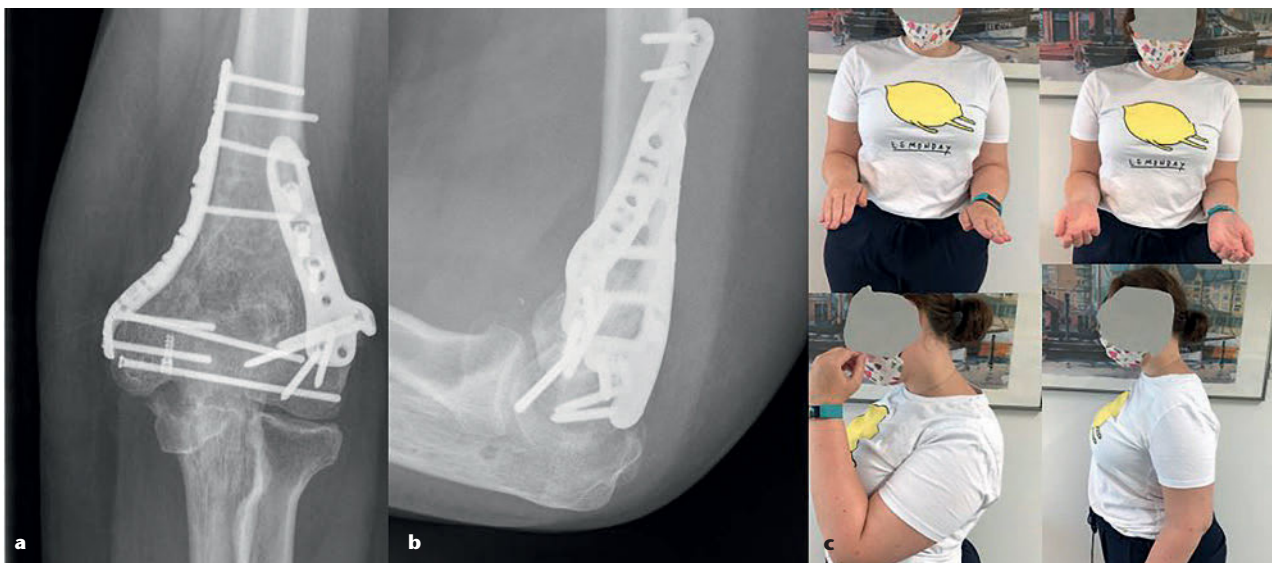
Postoperative konventionelle Röntgenbilder ap und seitlich: a) knöcherner Heilung mit weiterhin moderaten degenerativen Veränderungen b) korrekte Stellung der ehemaligen komplexen Malunion c) freie Unterarmumgebung und gute Extension/Flexion (E/F 0–25–120° mit weichem Anschlag, die Patientin ist schmerzarm, sehr zufrieden, der q-DASH beträgt 12 Punkte).
